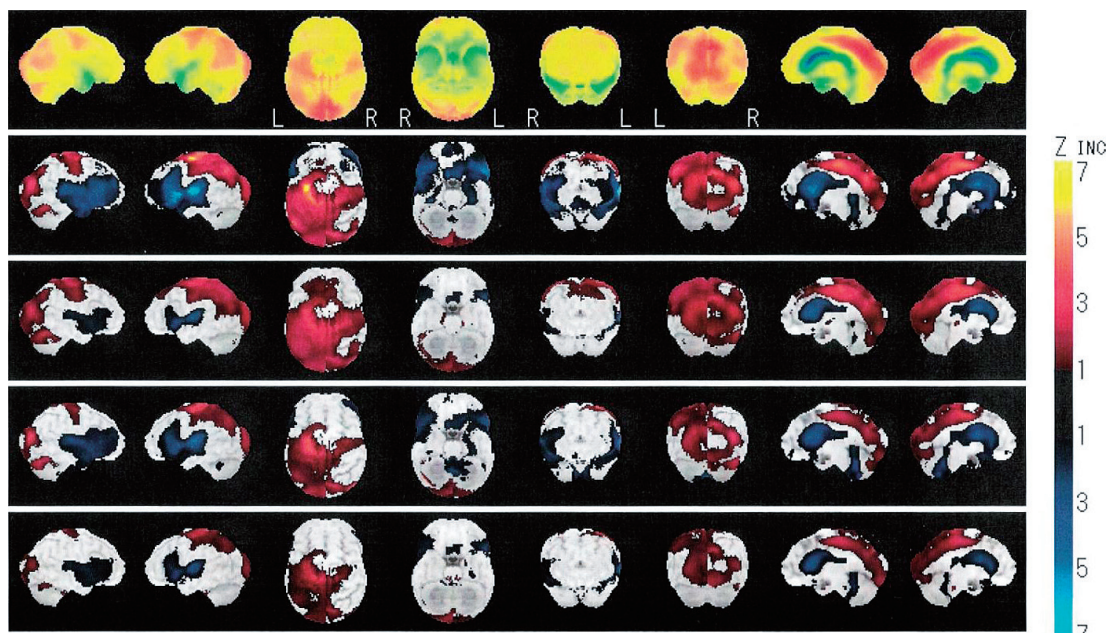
iNPHのSPECTによるconvexity apparent hyperperfusion (CAPP sign : 河童サイン)
